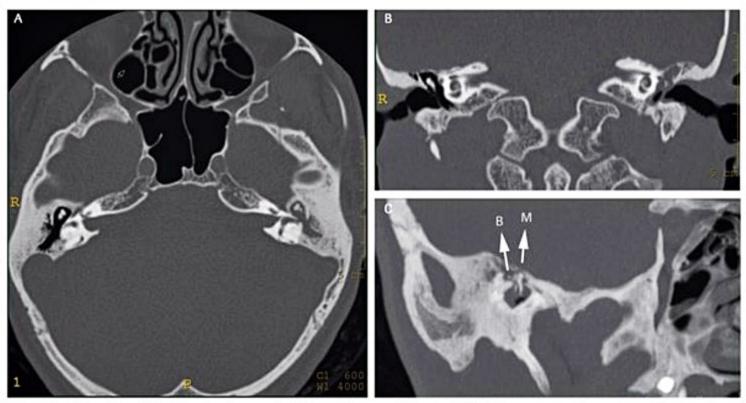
Otite média colesteatomatosa à esquerda. TC axial (A), coronal (B) e sagital (C). Observar material com atenuação de partes moles com configuração arredondada na orelha média à esquerda, associado à erosão da bigorna e do esporão com alargamento do espaço de Prussak. M: martelo; B: bigorna.
